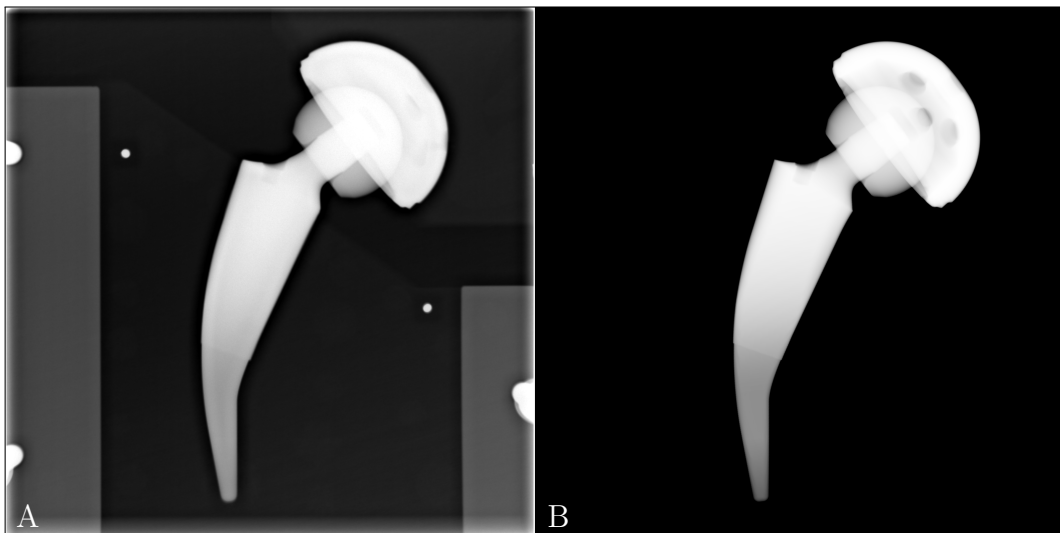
DRR im Vergleich zu einem Röntgenbild: A) zeigt das Röntgenbild einer HTEP in einem Messaufbau. B) zeigt das korrespondierende, mit dem Vorwärtsprojektor erzeugte DRR von Kopf, Schaft und Pfanne nach einer erfolgreichen Registrierung.
